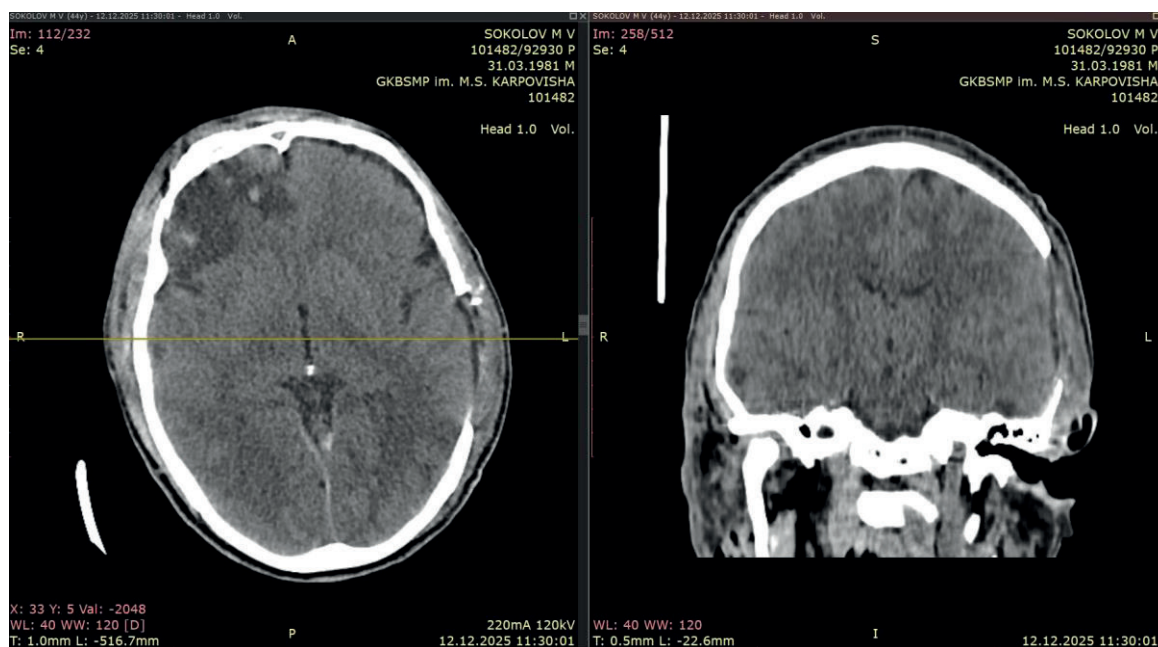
МСКТ головного мозга в динамике (12.12.2025). Состояние после резекционной трепанации. Пневмоцефалия.
